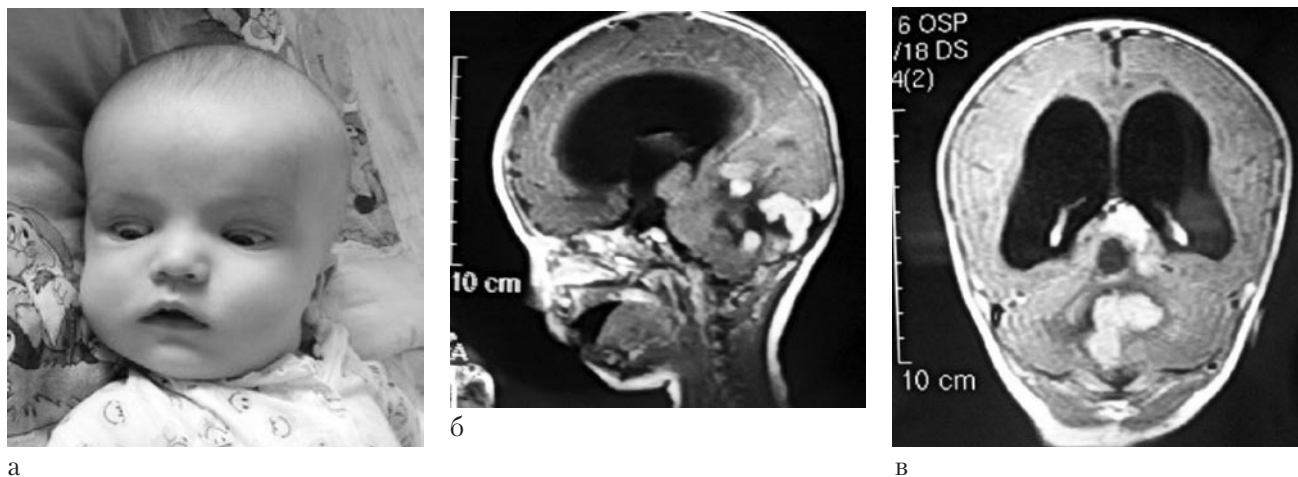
Симптом Грефе (а) и МРТ-изображения головного мозга (б, в) ребенка С., 4 мес.
